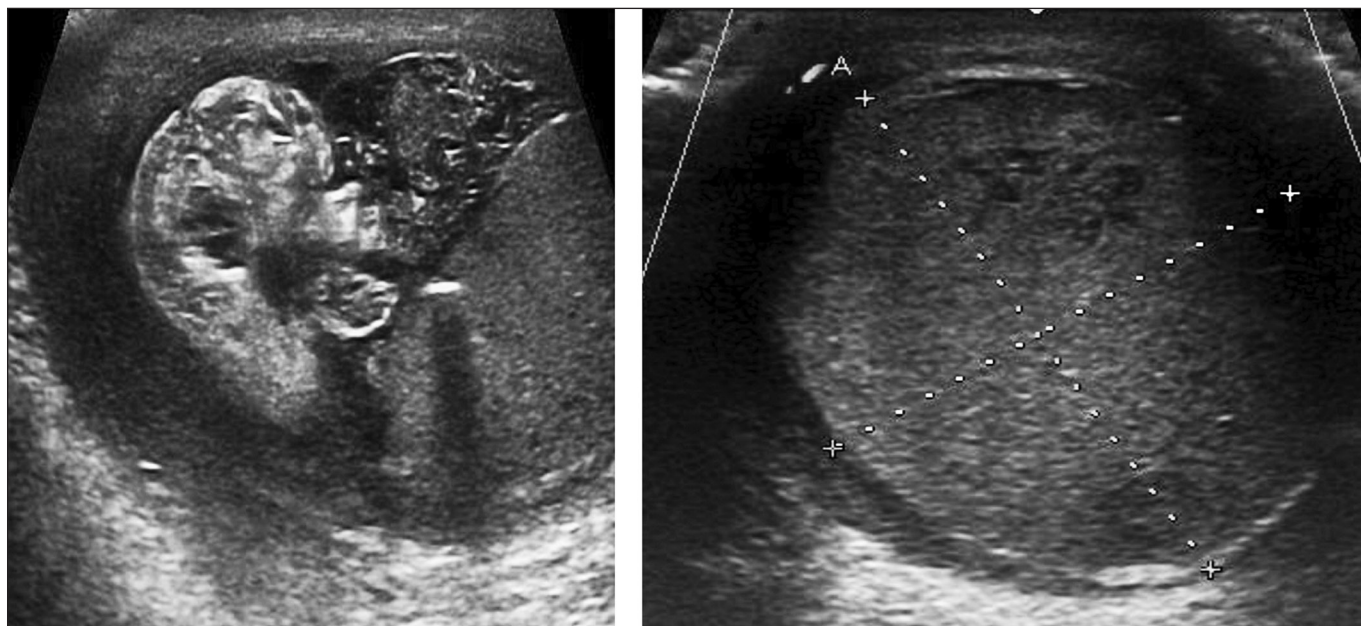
Пациент К., 15 лет. Перекрут, некроз правого яичка. УЗИ мошонки через 22 сут от начала заболевания.
